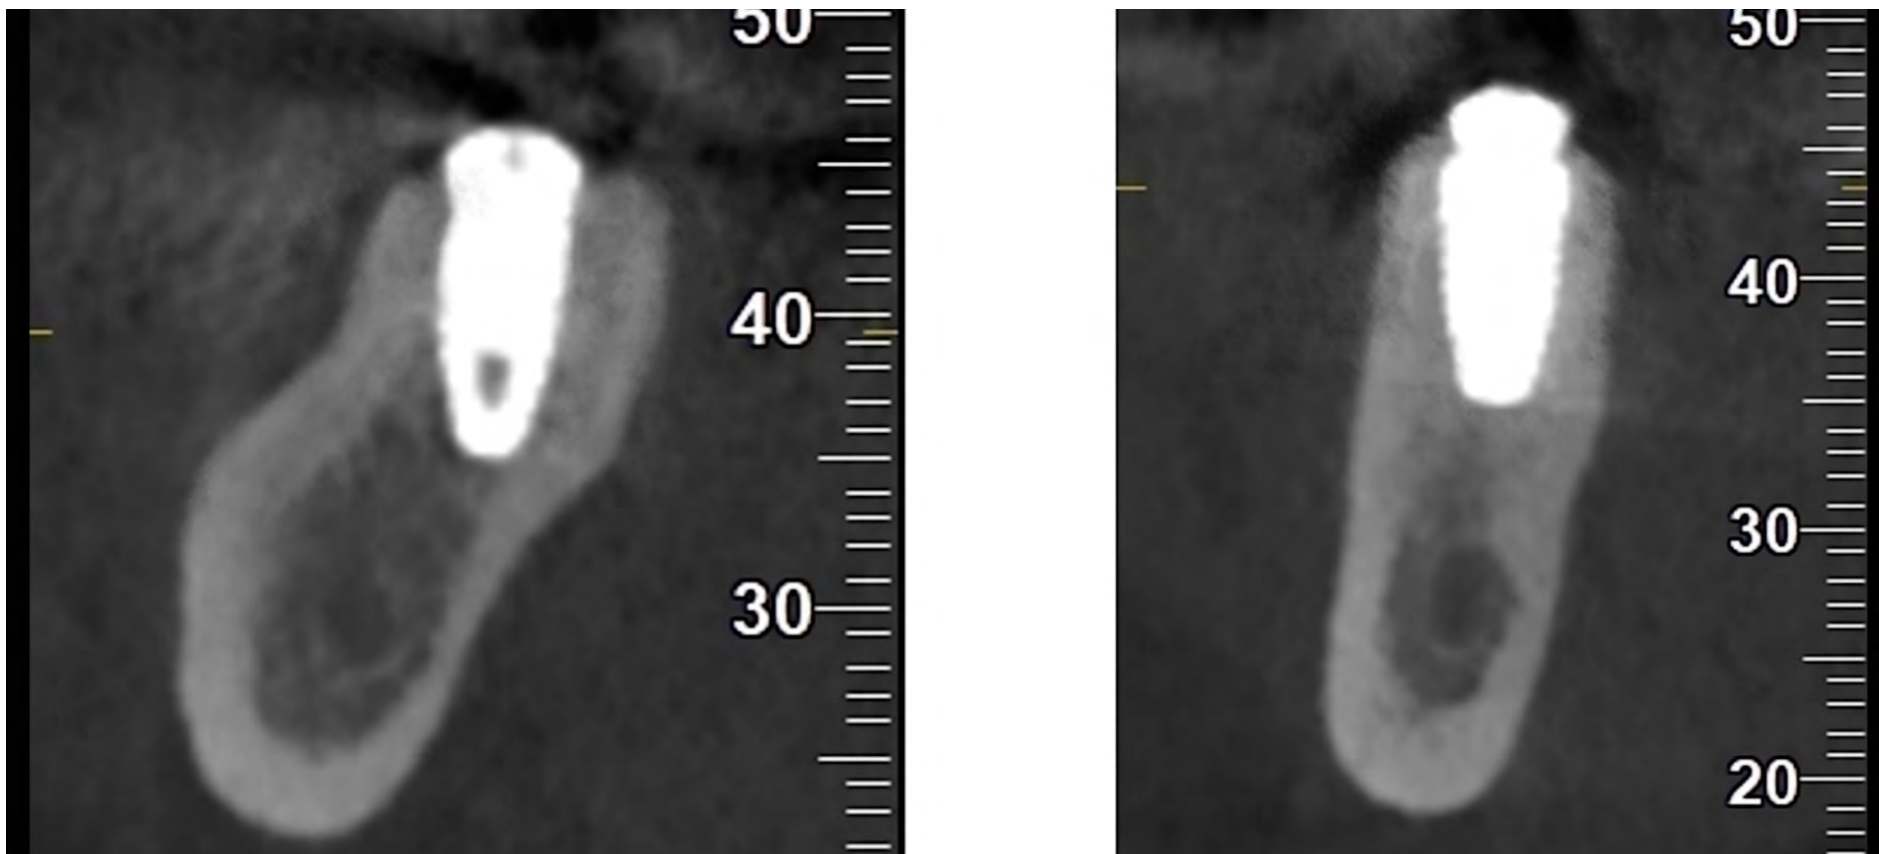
CBCT que muestra la colocación correcta del implante en las posiciones 46 (izquierda) y 44 (derecha).
